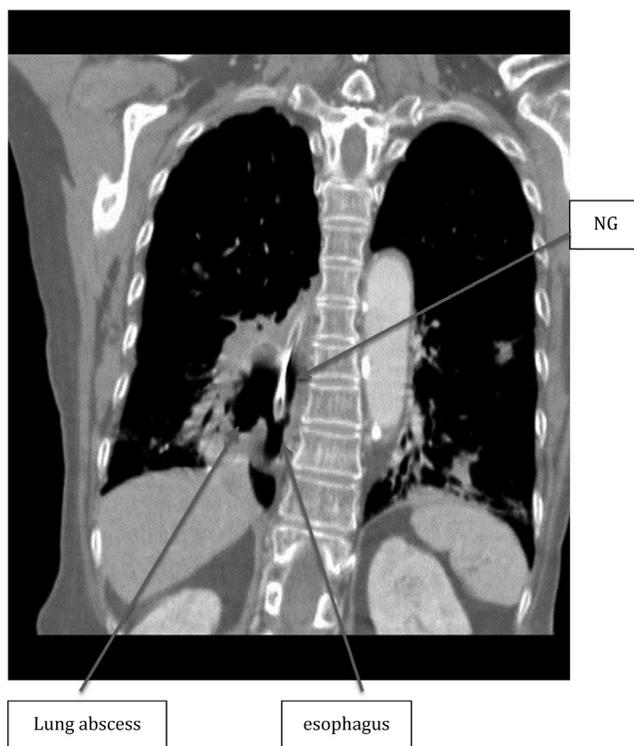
Chest CT: bronchoesophageal fistula with lung abscess formation.
